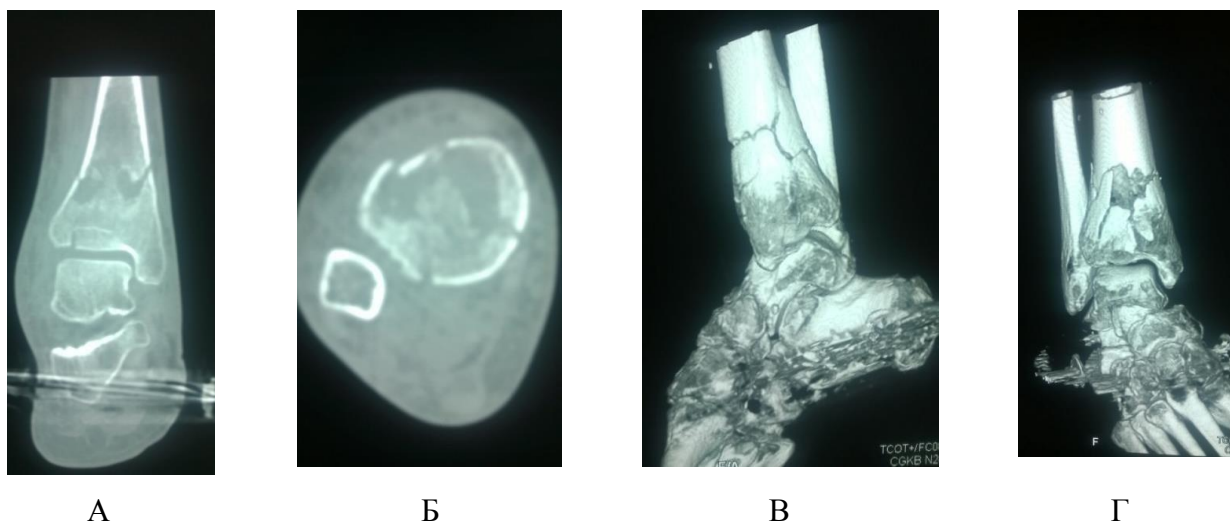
Компьютерные томограммы правого голеностопного сустава и костей правой голени пациентки Б. 60 лет, ИБ №4890, на фоне фиксации костей правой голени дистракционным модулем АВФ: сагиттальный срез (А) горизонтальный срез (Б), 3D реконструкция дистального отдела костей голени (В, Г). Перелом согласно классификации АО – тип 43С1.
